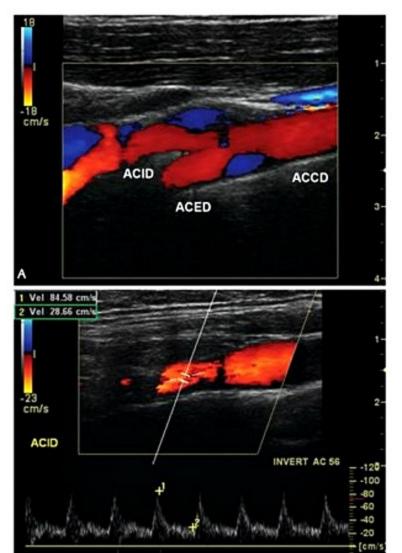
Ultrassonografia com Doppler. Imagem utilizando o Doppler colorido (A) demonstra a bifurcação carotídea direita. A utilização concomitante do Doppler colorido e pulsado, também chamado de modo Duplex (B), permite escolher, por meio do Doppler colorido, a área mais representativa, que é mostrada e estudada por meio do Doppler pulsado, gerando um gráfico em que alguns parâmetros hemodinâmicos podem ser medidos, em especial as velocidades do pico sistólico e diastólico final (cursores 1 e 2 respectivamente) (caso gentilmente cedido pela Dra. Simone Shibao).
